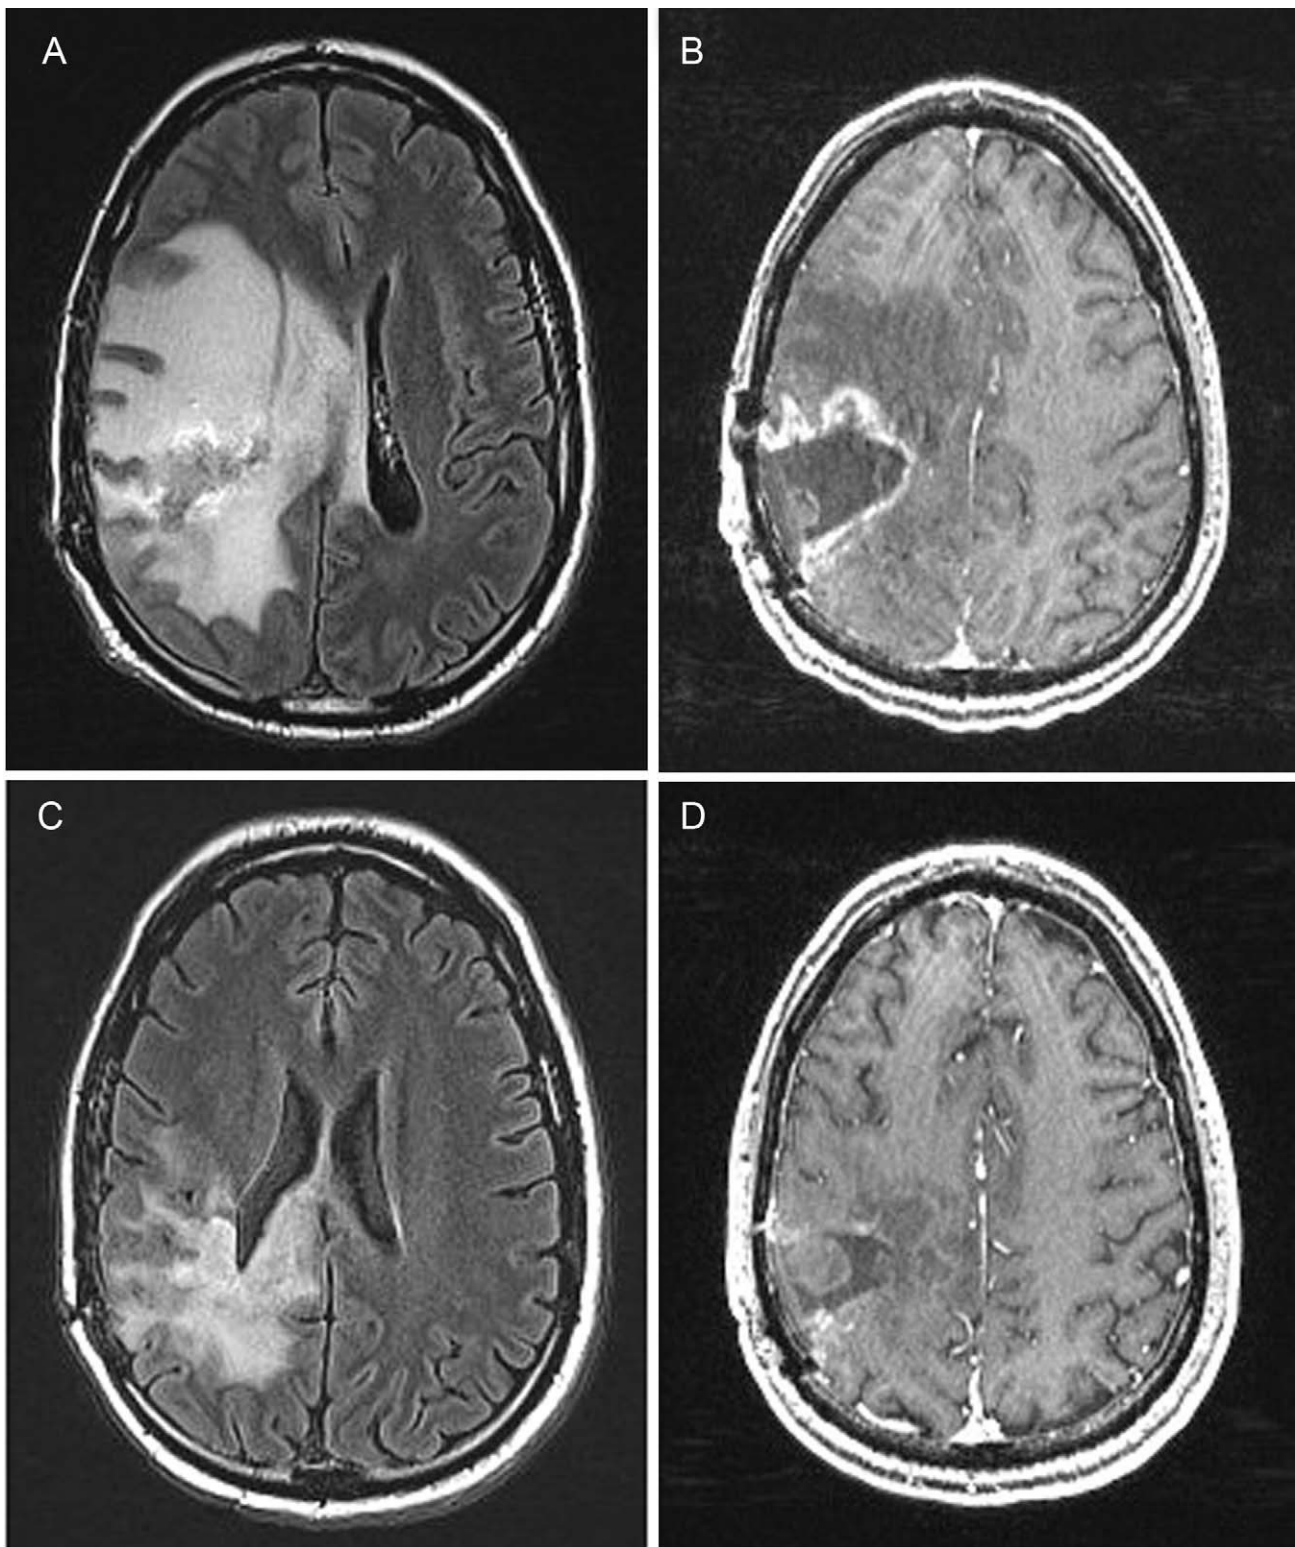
Resonancia magnética del paciente 2. Las imágenes A y B corresponden a secuencias FLAIR y T1 con gadolinio obtenidas después de que el paciente presentara crisis epilépticas repetidas estando en la cuarta semana de radioterapia. Las imágenes C y D corresponden a las mismas secuencias después del tratamiento con bevacizumab. En estas imágenes se puede ver una importante disminución del edema vasogénico y la resolución del desplazamiento de la línea media. Además, en la secuencia con gadolinio se puede observar la disminución del tamaño del tumor captante en comparación con la previa a bevacizumab.
